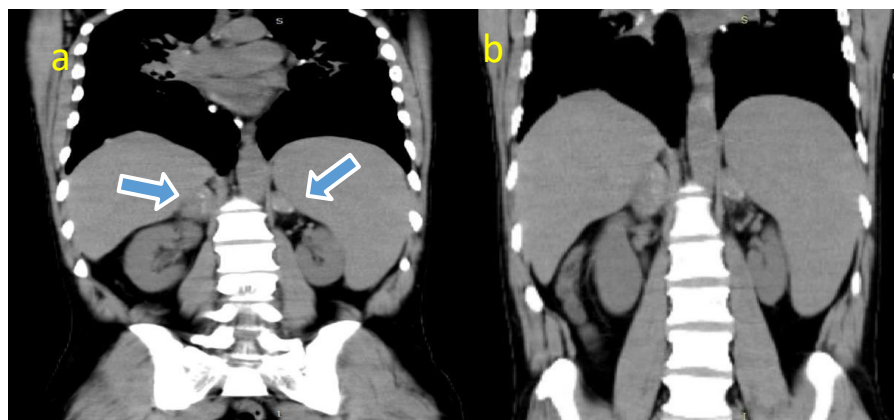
Tomografía simple de abdomen superior a y b. Series en ventana de partes blandas, reconstrucción coronal, donde se observa engrosamiento nodular asimétrico, oval y bien delimitado de ambas glándulas suprarrenales, con
